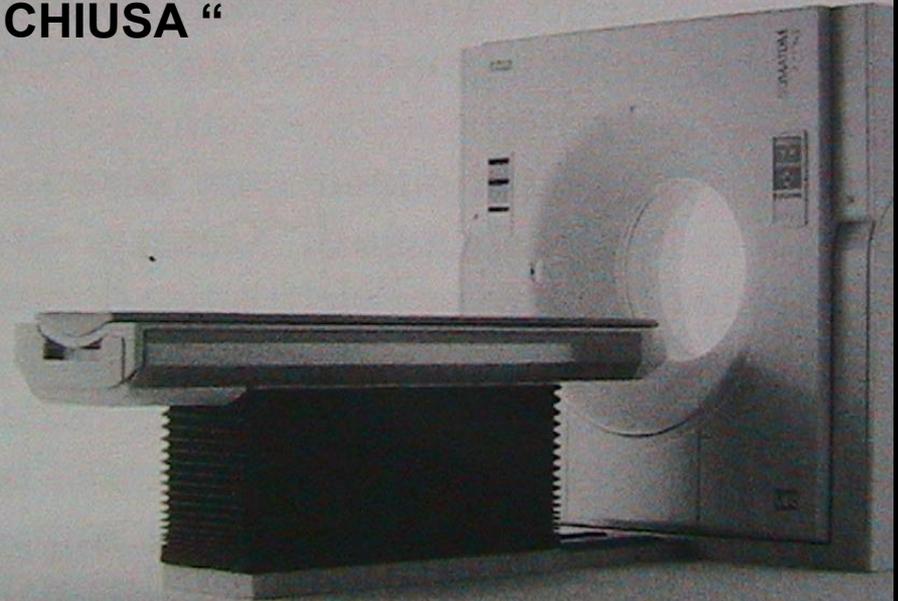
Apparecchiatura per tomografia R.N.M.
